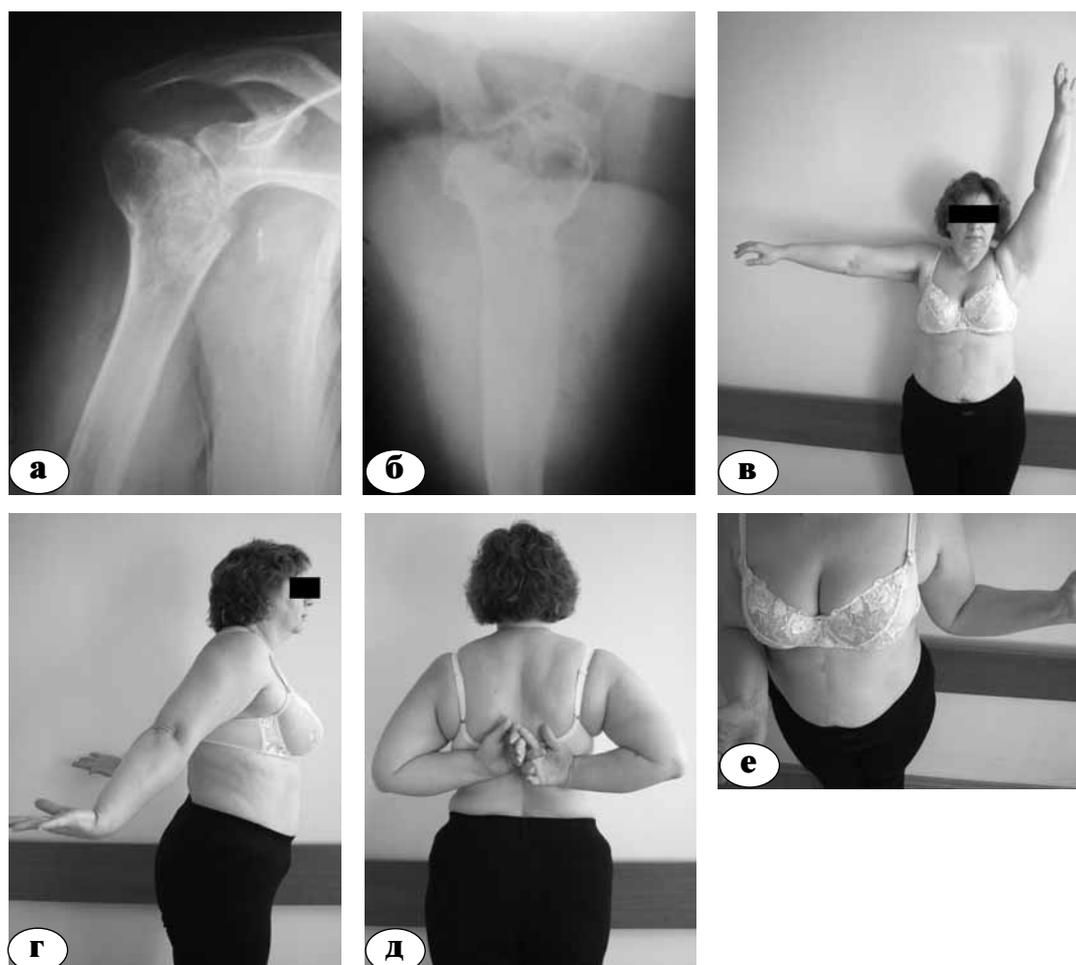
Пациентка Л., 45 лет, при поступлении: а, б — рентгенограммы; в-е — амплитуда движений в правом плечевом суставе
